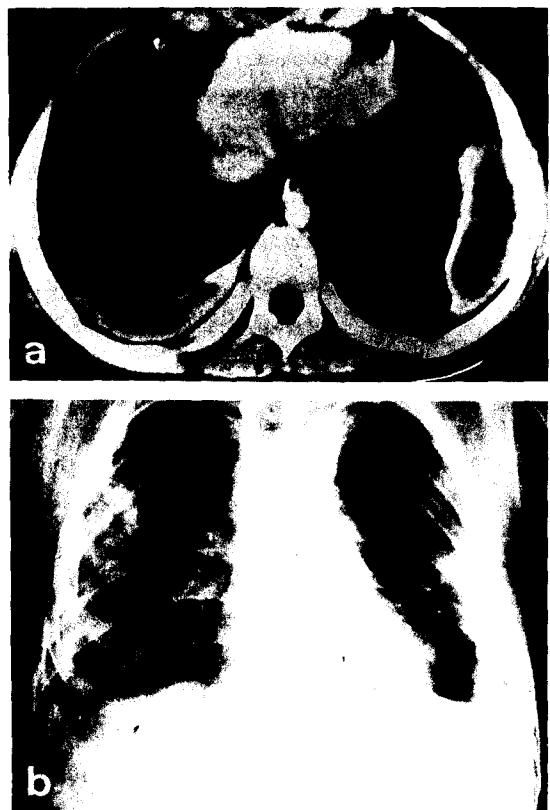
증례 2의 수술전 chest CT 및 수술후 chest PA 소견
